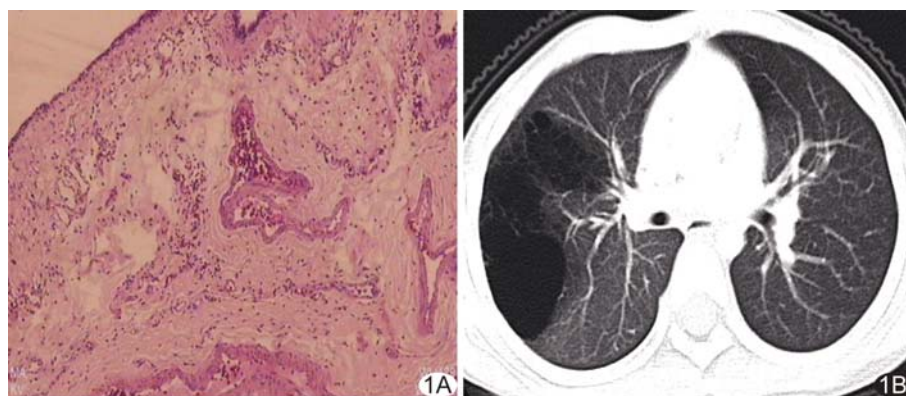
患儿女,4 岁,右肺上叶 CPAM(Stocker 1 型) A. 镜下见囊腔内衬假复层纤毛柱状上皮,间隔中可见肺泡组织(HE, ×100); B. CT 示右肺上叶多发大小不等含气囊肿影,囊壁薄,最大径约 2.8 cm
